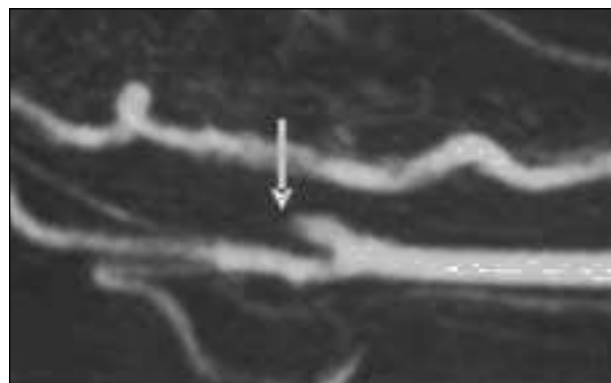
Angiorresonancia magnética de troncos supraaórticos. Trombosis de la carótida interna.
